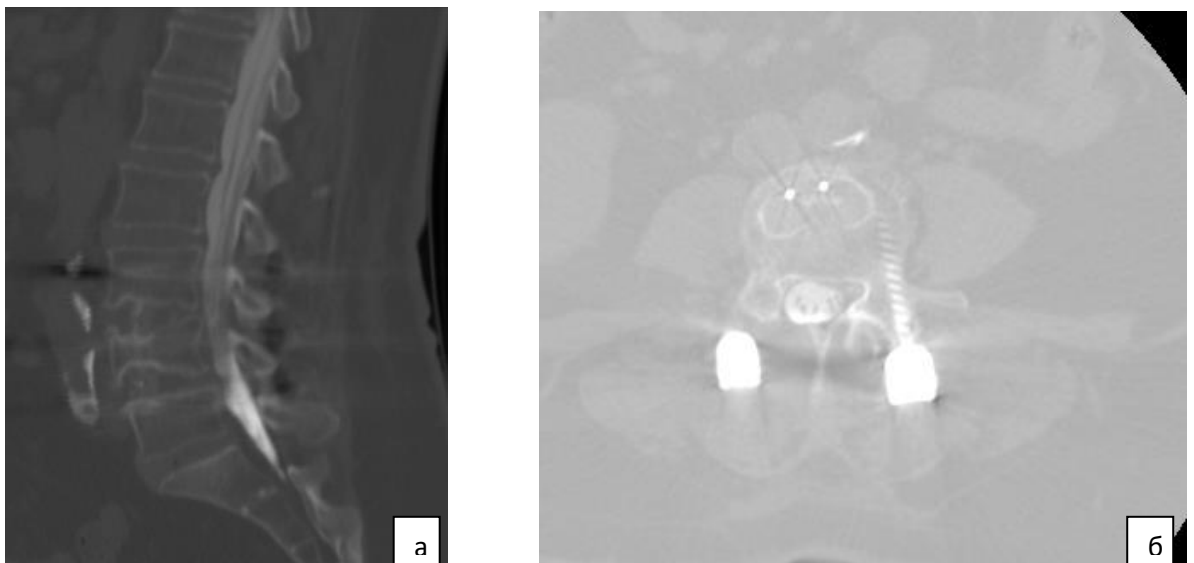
А — сагиттальная МСКТ-миелограмма поясничного отдела позвоночника после операции; б — фронтальная МСКТ-миелограмма поясничного отдела позвоночника (на уровне ликвидированного максимального стеноза позвоночного канала —LIV-LV)
